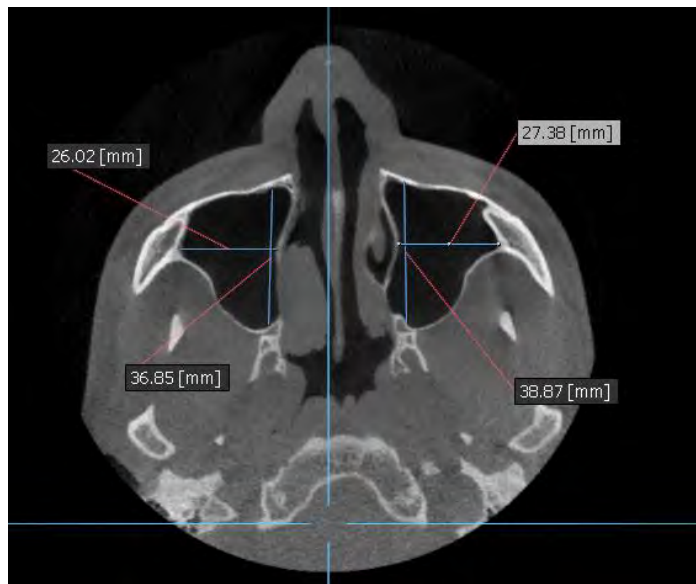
Apreciación de seno maxilar en corte axial de tomografía, mismo paciente masculino de 25 años (sin obstrucción aparente). Fuente directa.
